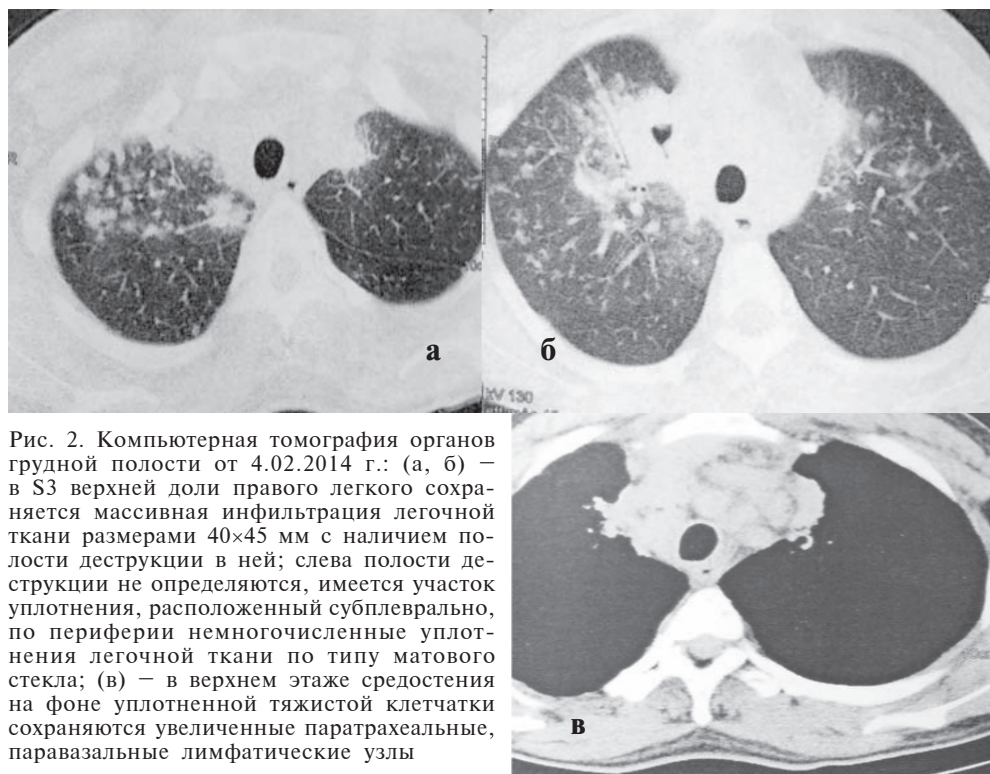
Компьютерная томография органов грудной полости от 4.02.2014 г.: (а, б) – в S3 верхней доли правого легкого сохраняется массивная инфильтрация легочной ткани размерами 40×45 мм с наличием полости деструкции в ней; слева полости деструкции не определяются, имеется участок уплотнения, расположенный субплеврально, по периферии немногочисленные уплотнения легочной ткани по типу матового стекла; (в) – в верхнем этаже средостения на фоне уплотненной тяжистой клетчатки сохраняются увеличенные паратрахеальные, паравазальные лимфатические узлы
